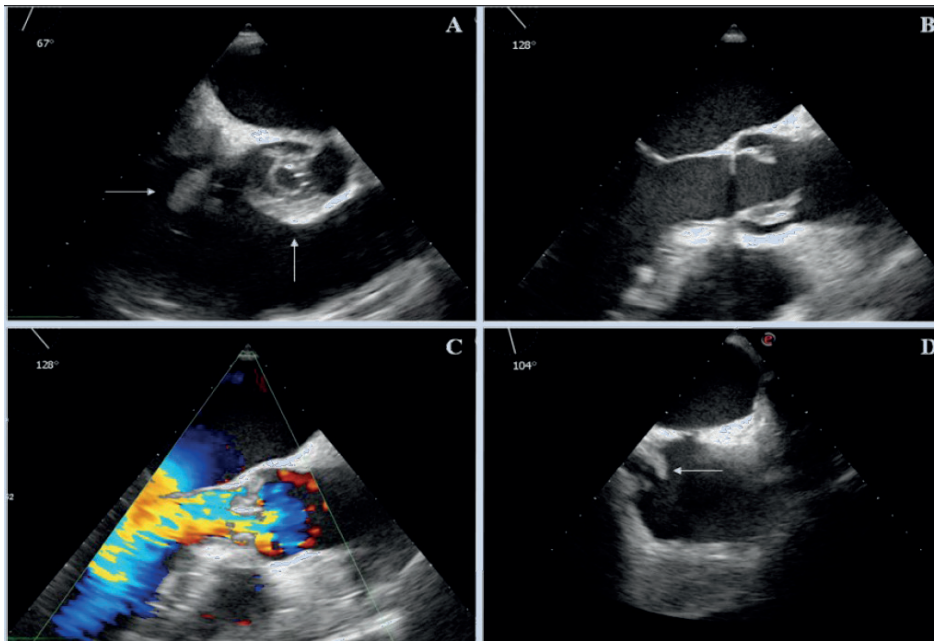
Ecocardiograma transesofágico. En la imagen A se aprecia una vista axial a nivel de los grandes vasos basal, con compromiso valvular aórtico (flecha vertical) que impide su correcto cierre y se aprecia la proyección ventricular de una vegetación de la válvula tricúspide (flecha horizontal). En la imagen B se aprecia una vista longitudinal del tracto de salida del ventrículo izquierdo, dos vegetaciones en válvula aórtica. En la imagen C se aprecia el Doppler color de la imagen previa, en la que se puede observar un flujo regurgitante aórtico en diástole. En la imagen D se aprecia una vista bicava levemente rotada en la que se aprecia una vegetación (flecha horizontal) sobre la desembocadura de la vena cava inferior, compatible con vegetación de la red de Chiari.
